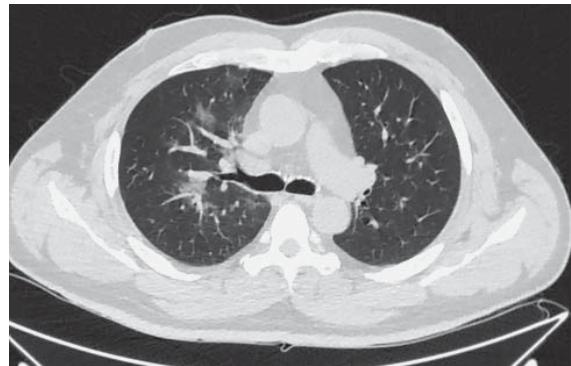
Компьютерная томограмма легких высокого разрешения. Мужчина 60 лет. Участки "матового стекла" преимущественно в центральных отделах правого легкого.
